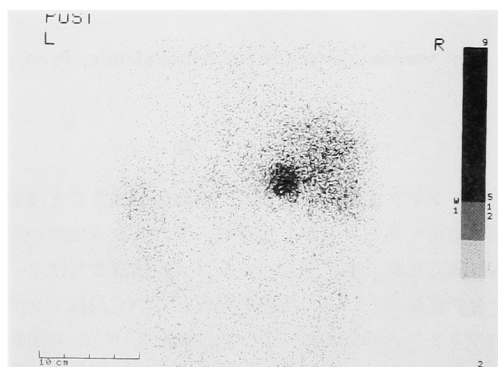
Adrenal scintigraphy shows one hyperactive area in the right gland. Its uptake in the left is suppressed.
